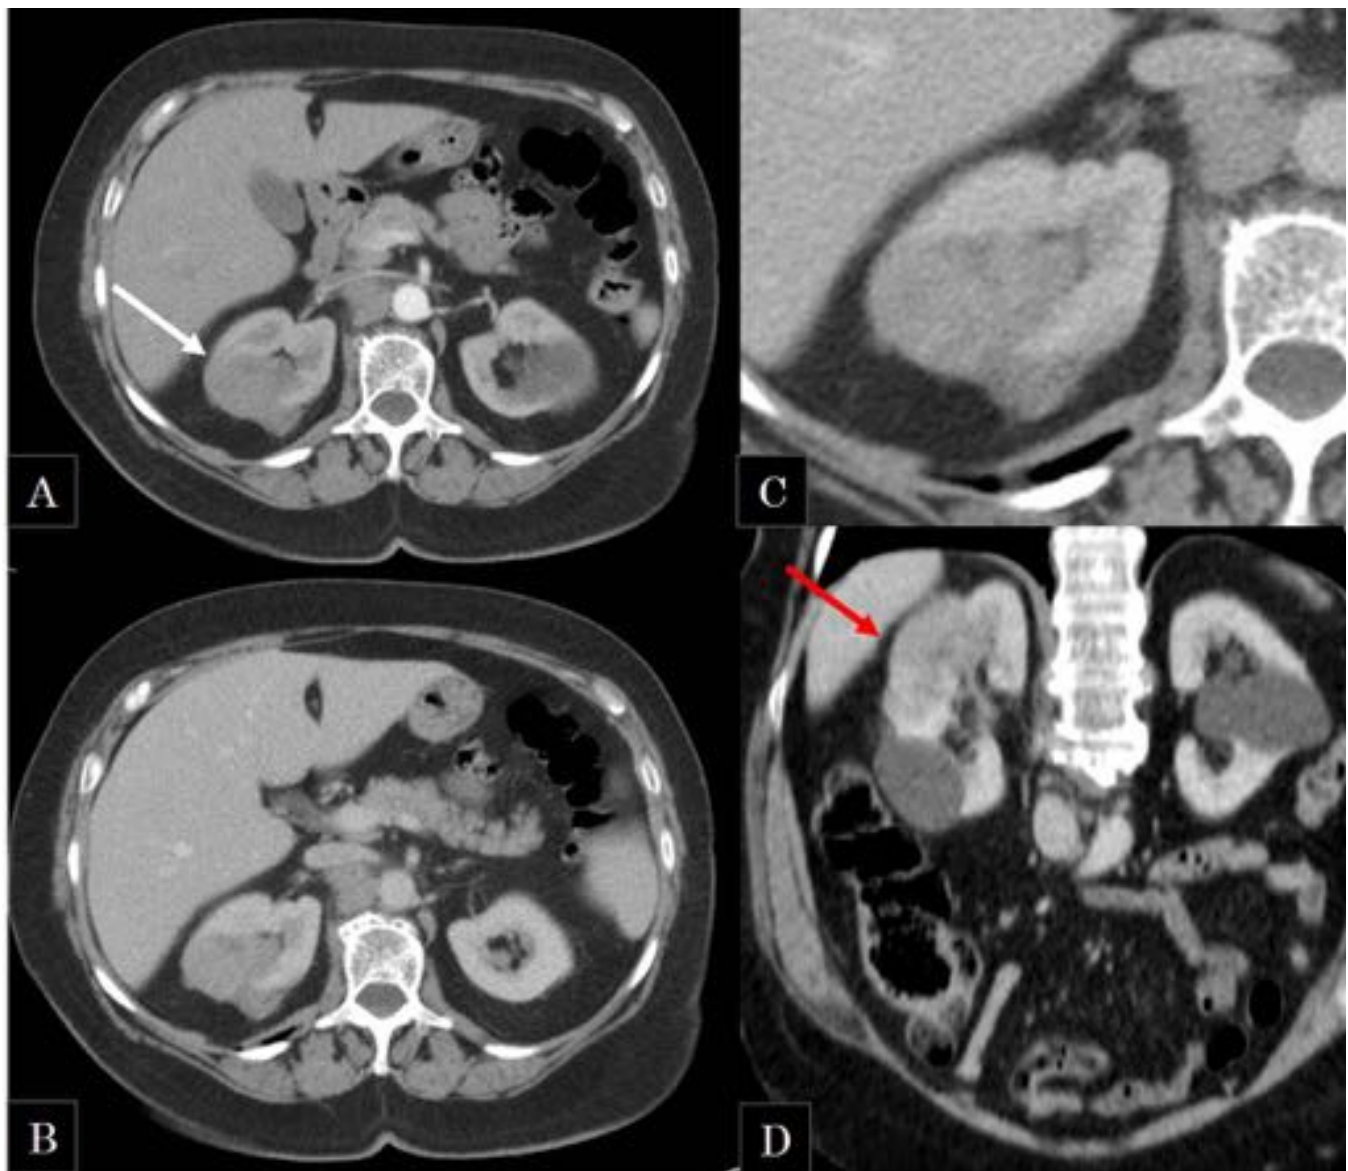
TC abdominal con CIV en fase arteria y venosa (A, B, C): Masa renal derecha, sólida, que afecta al polo superior y región interpolar, de morfología lobulada. Dicha lesión es hipodensa con respecto el parénquima renal en las 2 fases. Se extiende hacia el seno renal con afectación del grupo calicial superior. Altera el contorno renal, siendo discretamente excéntrica en polo superior y región posterior, lo que podría sugerir la existencia de infiltración. (D) reconstrucción coronal.
